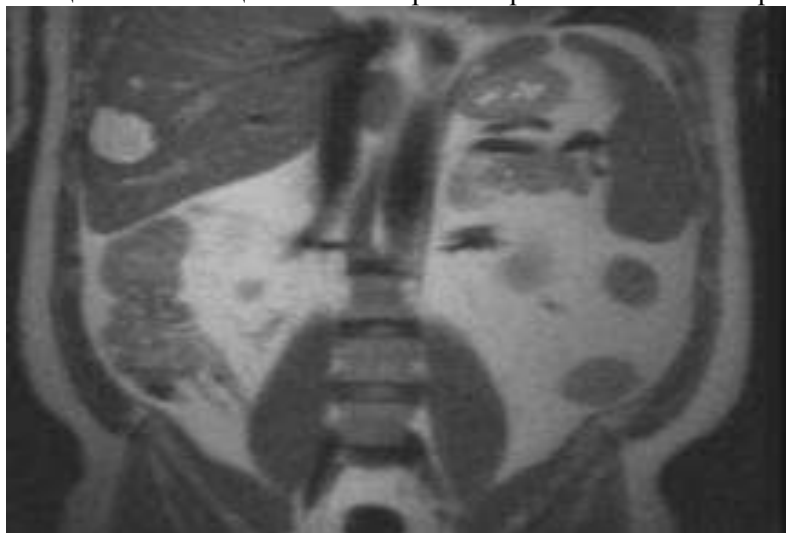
МРТ гемангиомы печени
